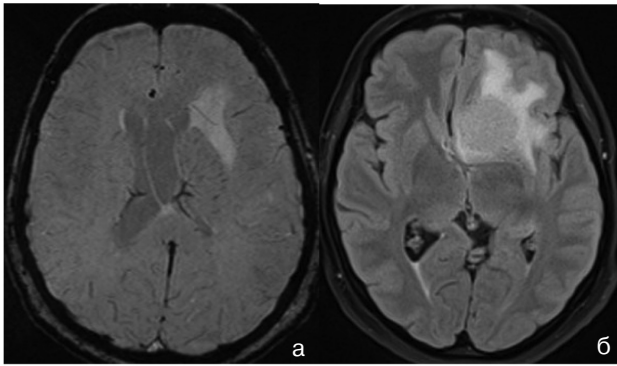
Менінгіома великого крила клиноподібної кістки зі зміщенням серединних структур. а — SWI, де добре видно судинний малюнок пухлини і розширення внутрішніх мозкових вен на боці ураження; б — FLAIR, дозволяє краще оцінити поширеність набряку
